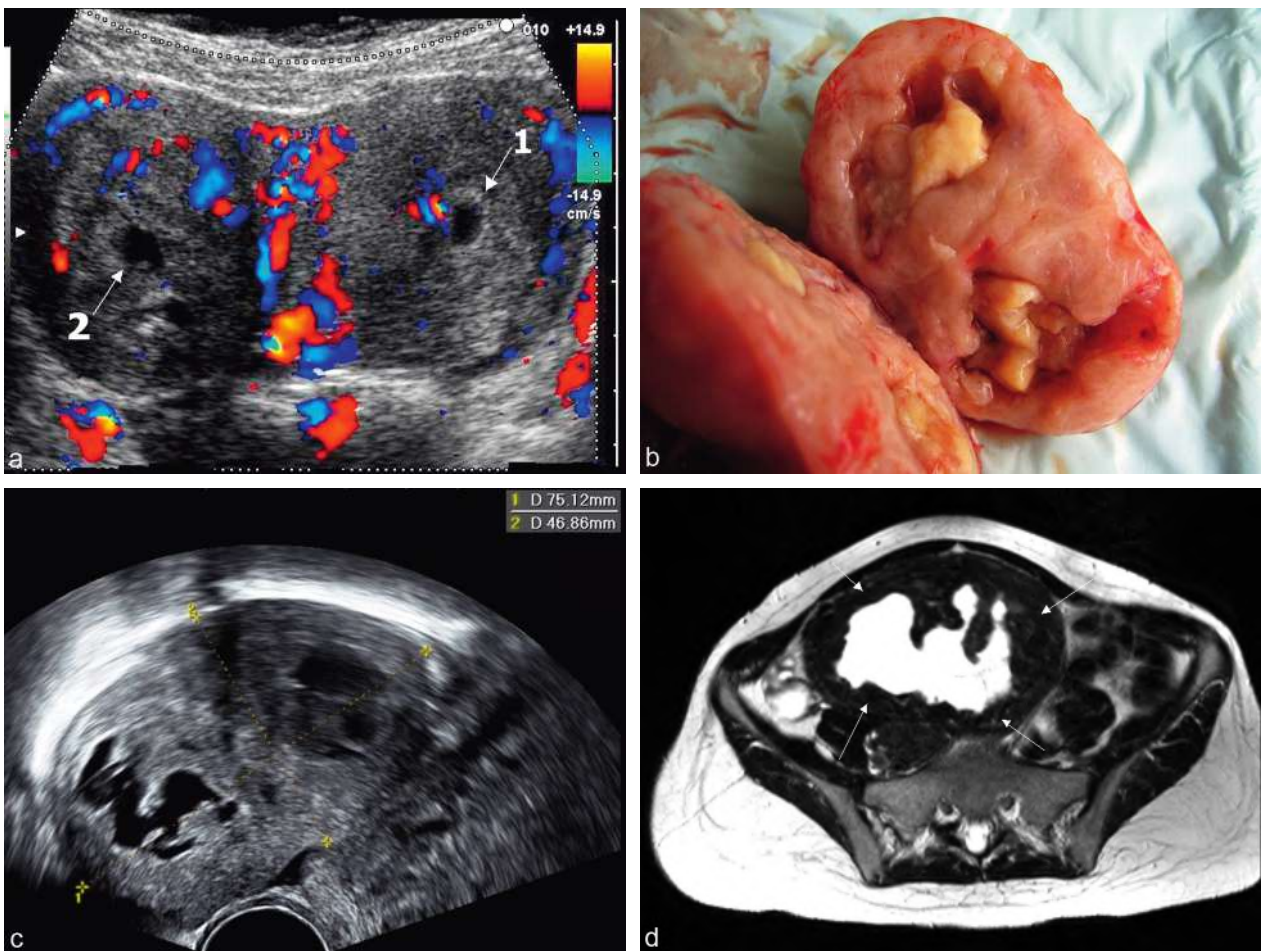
Nécrobiose aseptique. a. Nécrobiose d'un fibrome sous-séreux en début de grossesse. Piège : petit œuf centro-utérin (1) et plage liquidienne au centre d'un myome sous-séreux du bord droit simulant un deuxième œuf (2). b. Pièce opératoire : le fibrome est creusé de deux cavités irrégulières contenant du tissu jaunâtre nécrotique. c. Fibrome sous-séreux postérieur présentant deux zones de nécrobiose (même fibrome qu'en b). d. IRM (autre dossier). En séquence T2, image liquidienne anfractueuse centrale en hypersignal entourée par la paroi du fibrome (→) qui reste en hyposignal.
